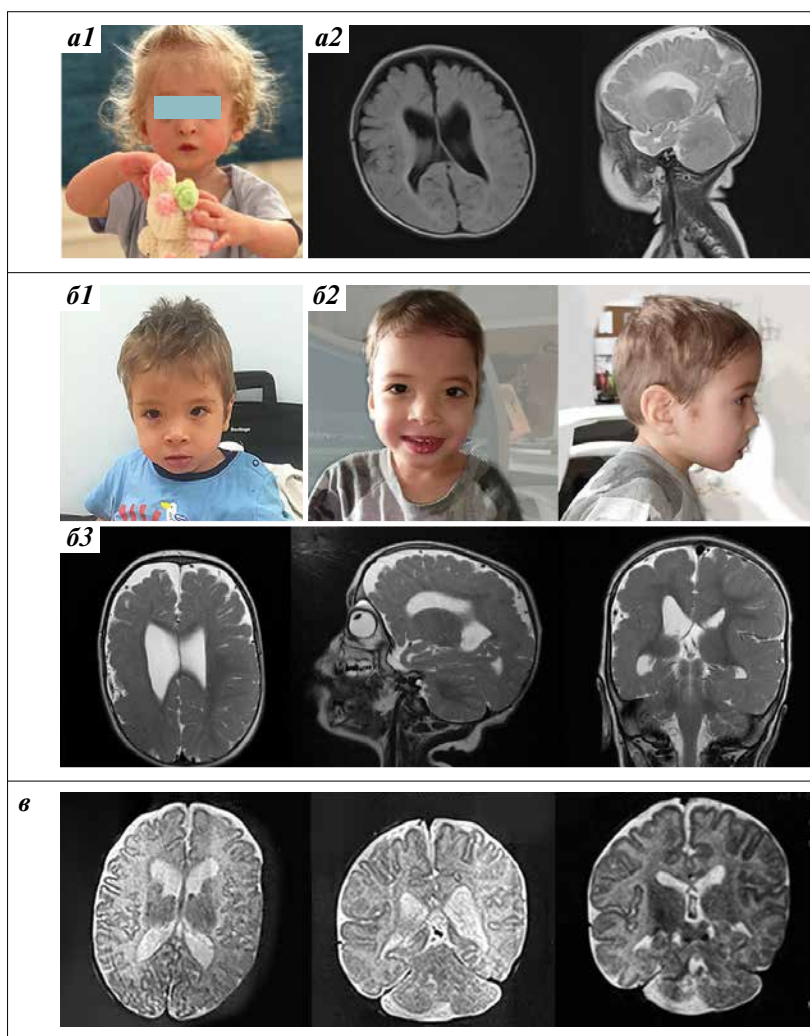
Фото пациентов и результаты магнитно-резонансной томографии (МРТ) головного мозга: а1 — фенотип пациентки Ш. в возрасте 1 года 1 мес; а2 — МРТ головного мозга пациентки Ш. Обращают на себя внимание вентрикуломегалия, дисгенез коры и мозолистого тела; б1 — фенотип пациента Ч. в возрасте 2 лет 3 мес; б2 — фенотип пациента Ч. в возрасте 4 лет 10 мес; б3 — МРТ головного мозга пациента Ч. Обращают на себя внимание вентрикуломегалия, дисгенез коры и мозолистого тела; в — МРТ головного мозга пациентки К. Обращает на себя внимание вентрикуломегалия
